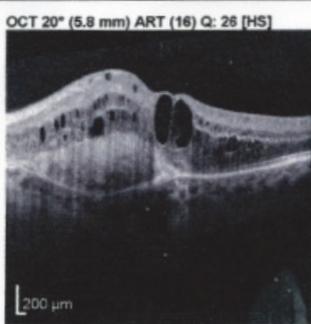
Показатели оптической когерентной томографии левого глаза больной Ш. после одной интравитреальной инъекции препарата Люцентис
